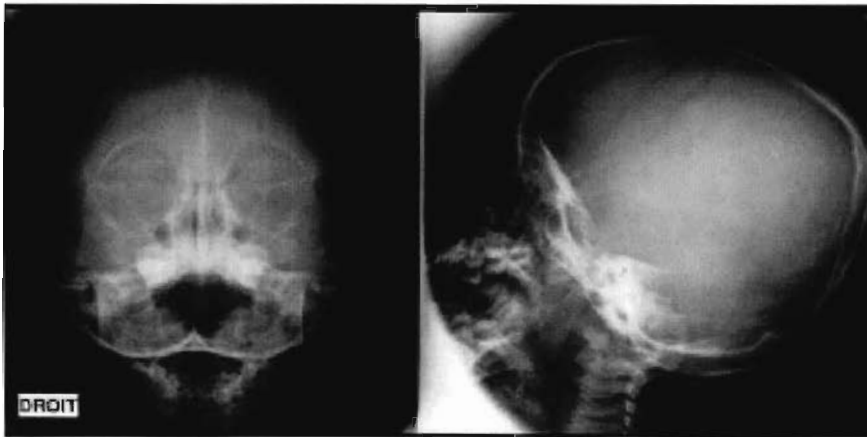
Radiographies du crâne, face et profil
